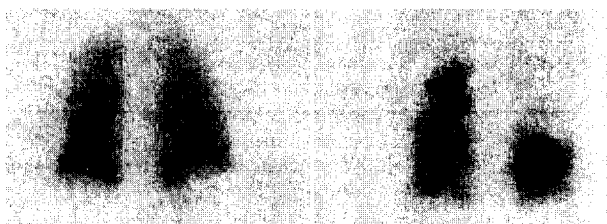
Большой совпадающий дефект вентиляции (слева) и перфузии (справа) у пациента с нормальной рентгенологической картиной грудной клетки и ангиографически подтвержденной ТЭЛА [13]
